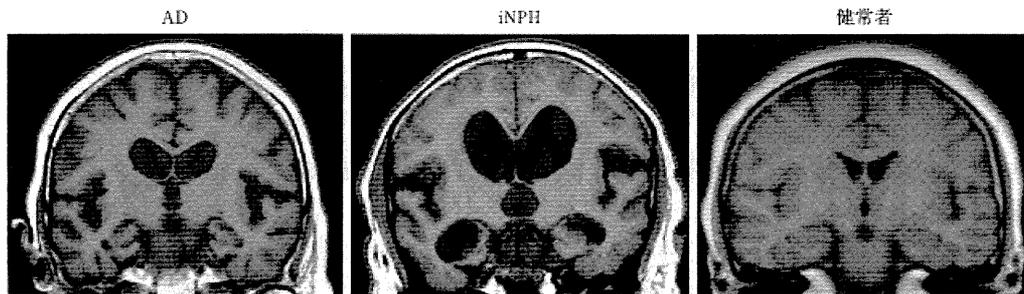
iNPHとAD，健康者のMRI冠状断像の比較
